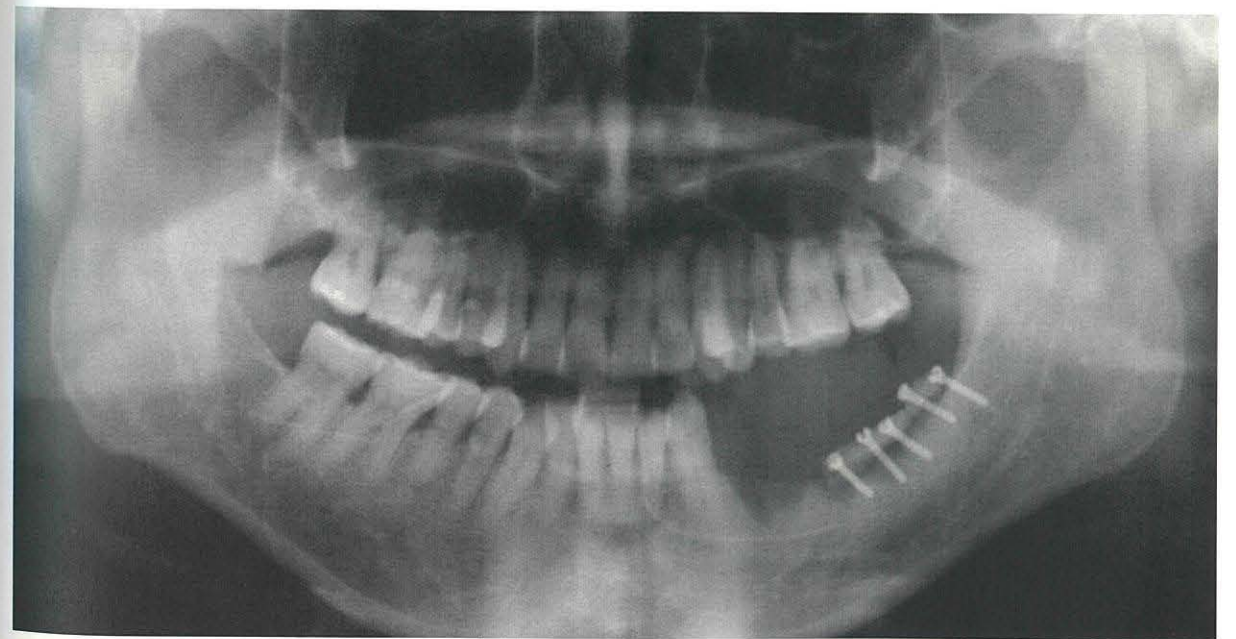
블록형 골이식술 시행 후 panorama 방사선 사진. 우측 하악 상행지에서 블록형 골을 채취하여 좌측 하악 구치부 골결손 부위에 이식한 후, 5개의 screw로 고정하였다.
